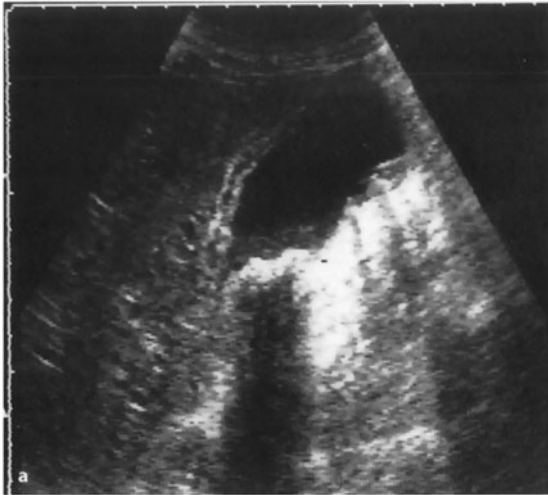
Akute Cholezystitis (abdominelle Sonographie). a Gallenblasenhydrops mit multiplen Konkrementen und echoarm aufgelockerter und verbreiteter Gallenblasenwand. b Obstruktionsursache: mehrere, nicht umlagerbare Konkreme im Infundibulum, die Gallenblasenwand auch hier echoarm aufgelockert
